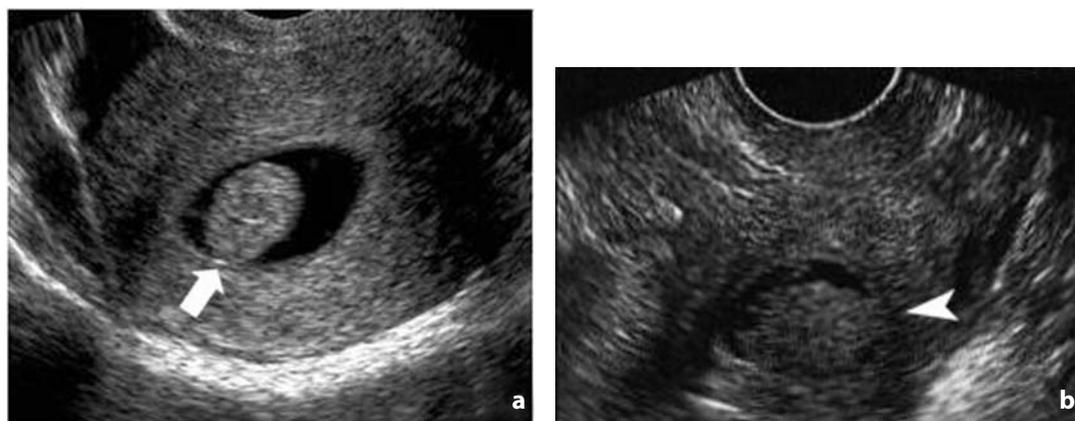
Isterosonografia. Polipi endometriali. a La lesione (freccia) aggetta nel lume della cavità endometriale distesa da liquido. b Altra lesione pedunculata (punta di freccia), di maggiori dimensioni e a profili irregolari, occupa quasi completamente la cavità endometriale
